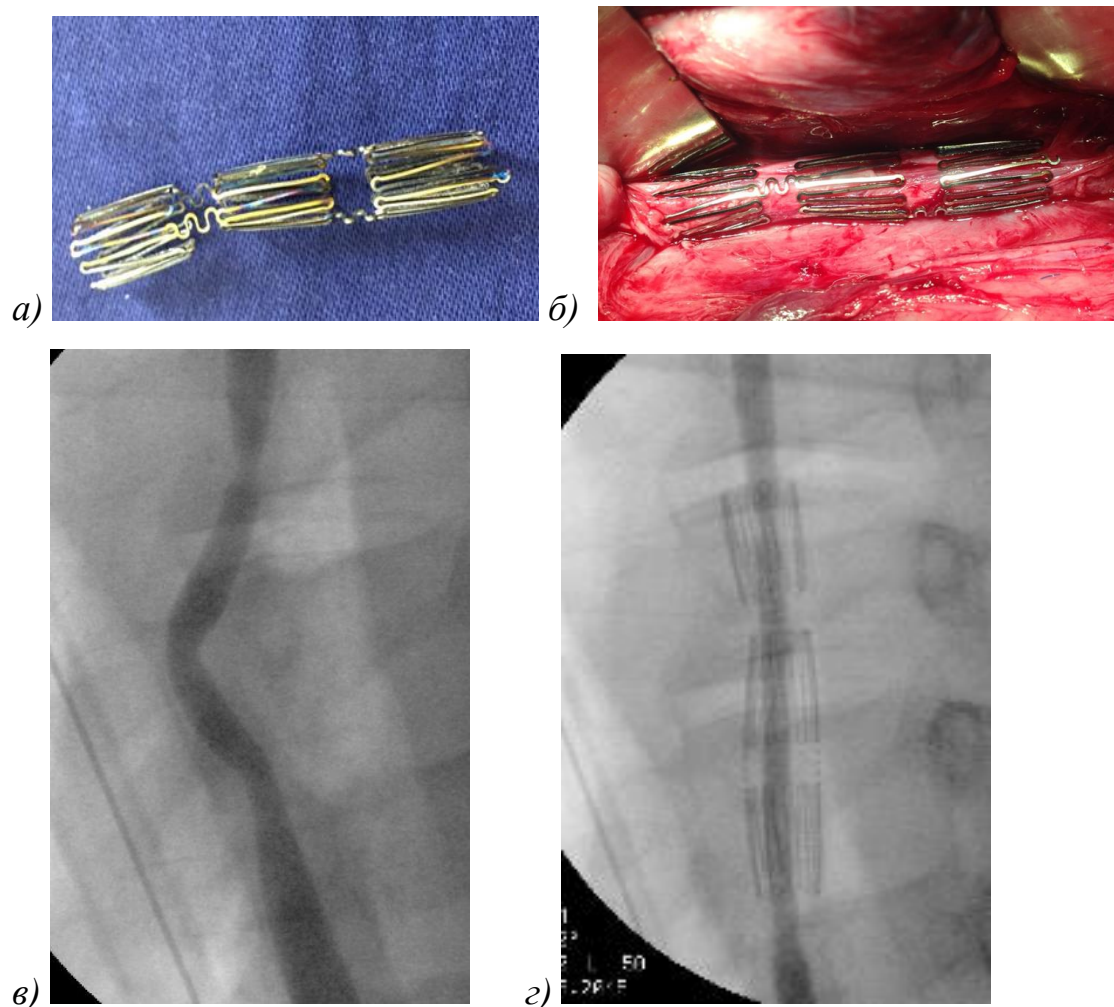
Экстравазальное окутывание сонной артерии с помощью «расправляемого» нитинолового стент-каркаса с продольной резкой и высокой поперечной устойчивостью: вид стента (а), интраоперационное фото (б) и рентгенконтрастная ангиография в передне-задней проекции до (в) и непосредственно после имплантации (г):
